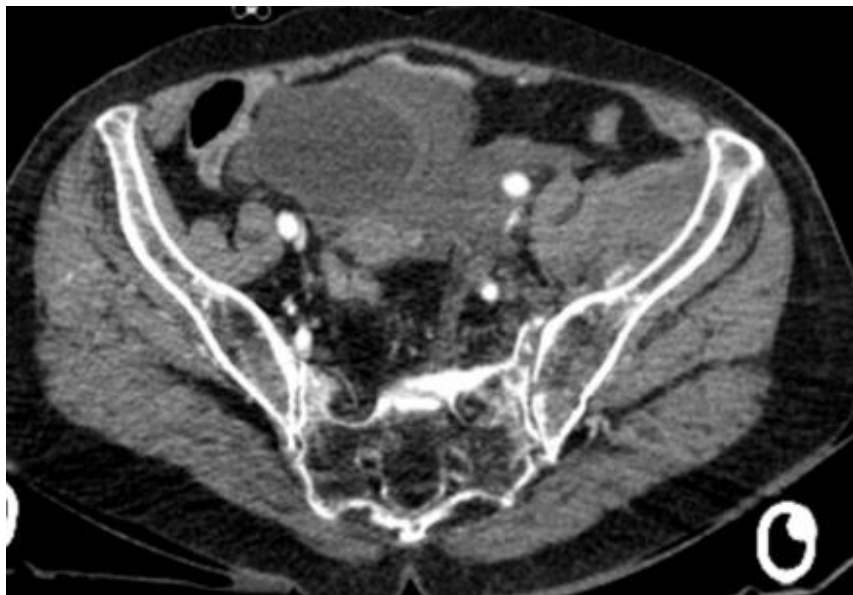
Extravasation du produit de contraste à la TDM (95)
